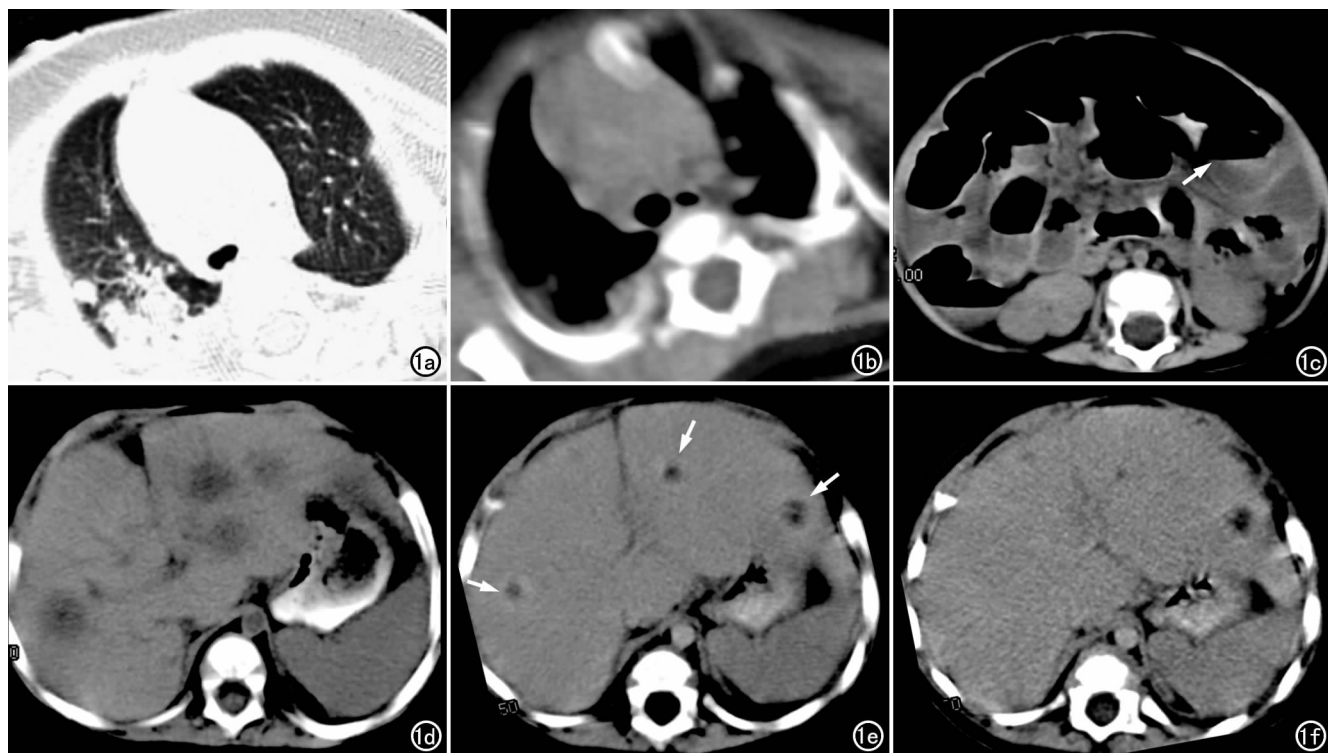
男, 1 岁, 确诊 CGD 半年, 反复出现发热、肺炎。a) 胸部 CT (肺窗) 示右肺上叶近胸膜下结节及团块影; b) 胸部 CT (纵隔窗) 示右侧胸膜增厚; c) 腹部 CT 示中腹部小肠扩张、积气, 可见散在气-液平 (箭); d) CT 平扫示肝脏及脾脏增大, 肝实质内多发低密度结节影; e) CT 增强扫描早期示肝内病灶呈边缘环形强化 (箭), 内部无强化但分隔轻度强化; f) CT 增强扫描延迟期, 示部分肝结节内轻度强化, 与肝实质密度相近, 其余结节内仍未见强化。
